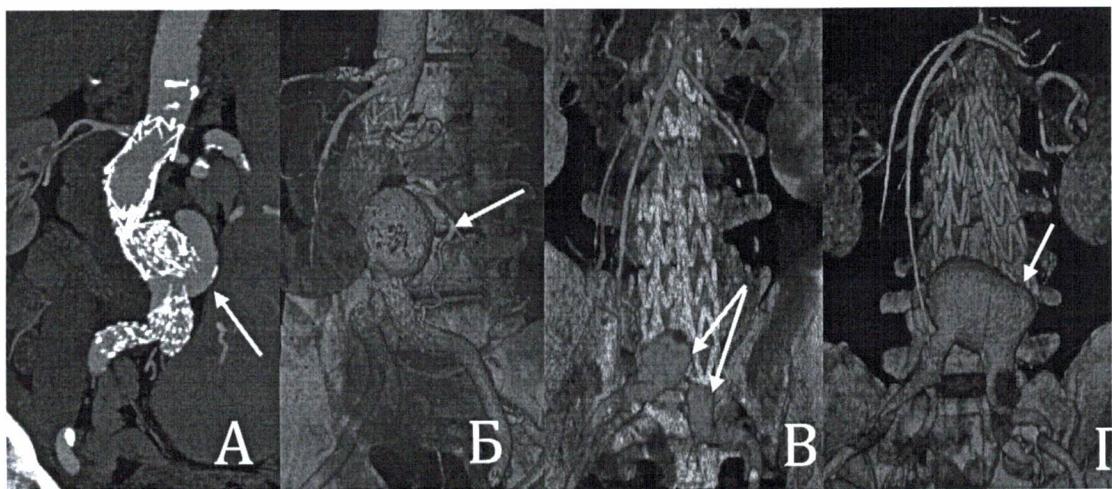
Осложнения после стентирования брюшной аорты по поводу инфраrenalной аневризмы (данные МСКТ). А,Б – увеличение аневризмы и эндолика после стентирования за два года (указано стрелками) В,Г – рост аневризмы после стентирования: В – через месяц, Г – через год (указано стрелками).
